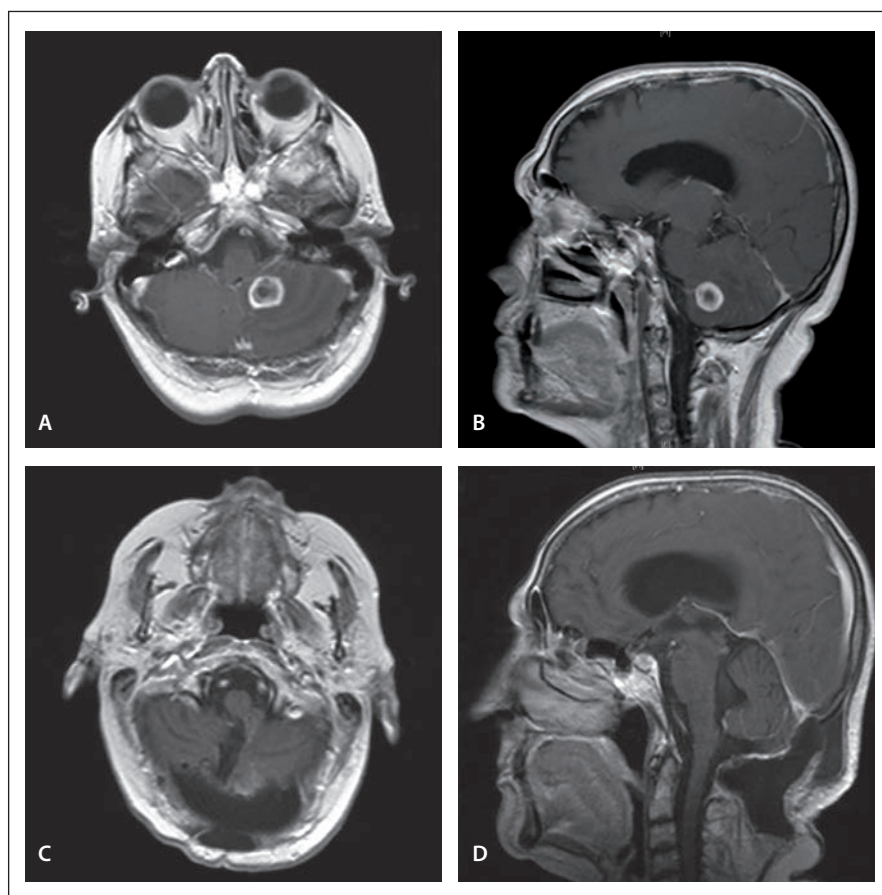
Preoperative MRI of the brain demonstrates the lesion in the left cerebellar hemisphere with a heterogeneous postcontrast enhancement in axial (A) and sagittal (B) T1-weighted images. Postoperative T1-weighted postcontrast axial (C) and sagittal (D) images reveal the total excision of the tumor.
